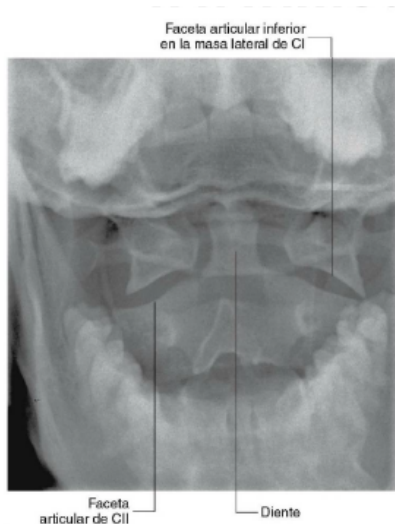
Radiografía anteroposterior de columna cervical con la boca abierta donde se observa las relaciones articulares normales de C1 y C2
